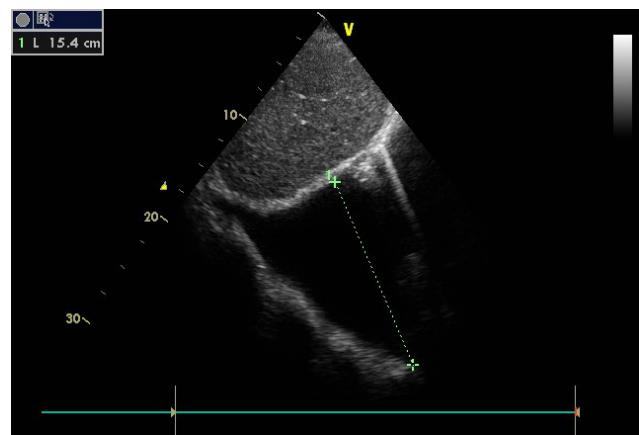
В-режим ЭхоКГ. Большое количество жидкости в правой плевральной полости ~1500 мл. Примечание: ЭхоКГ — эхокардиография.
